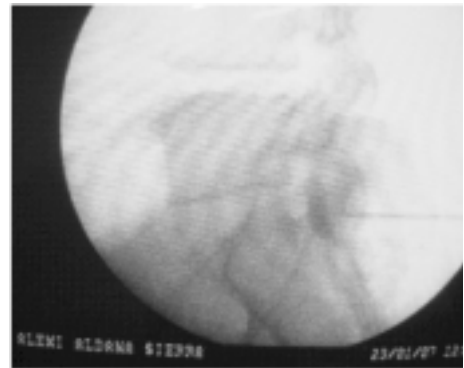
Radiografía en una proyección lateral que muestra la aguja de Tuohy en el espacio epidural y el medio de contraste verificando la posición de la aguja.
